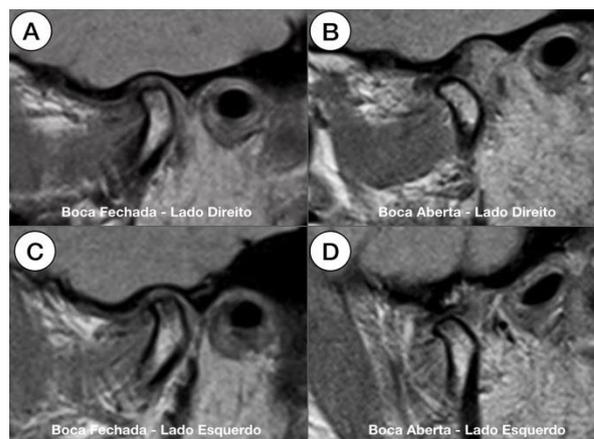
RM pós-operatória das ATM's direita e esquerda, boca aberta e fechada. Fonte: os autores.
